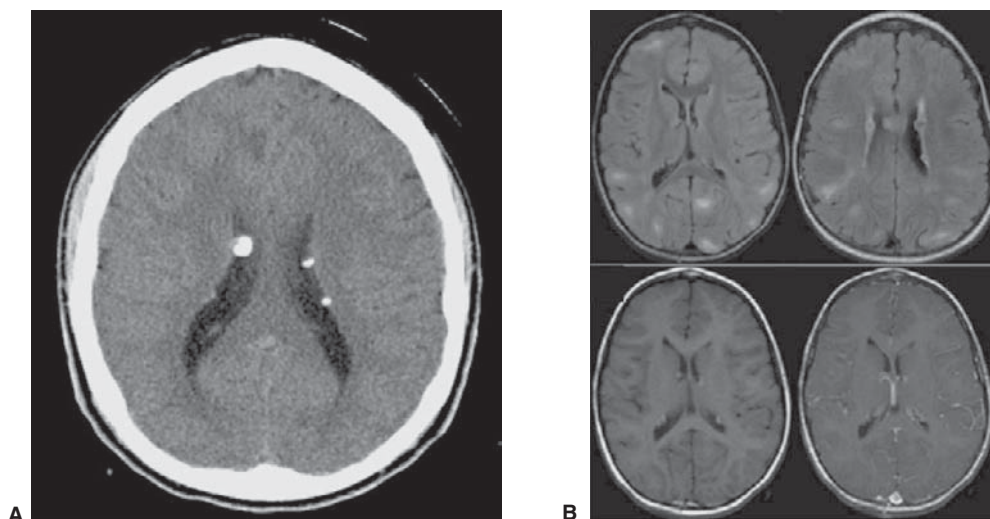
Tomografía axial computarizada (A) y estudios de imágenes por resonancia magnética (B) en un paciente con esclerosis tuberosa. Nótese la presencia de nódulos subependimarios.
